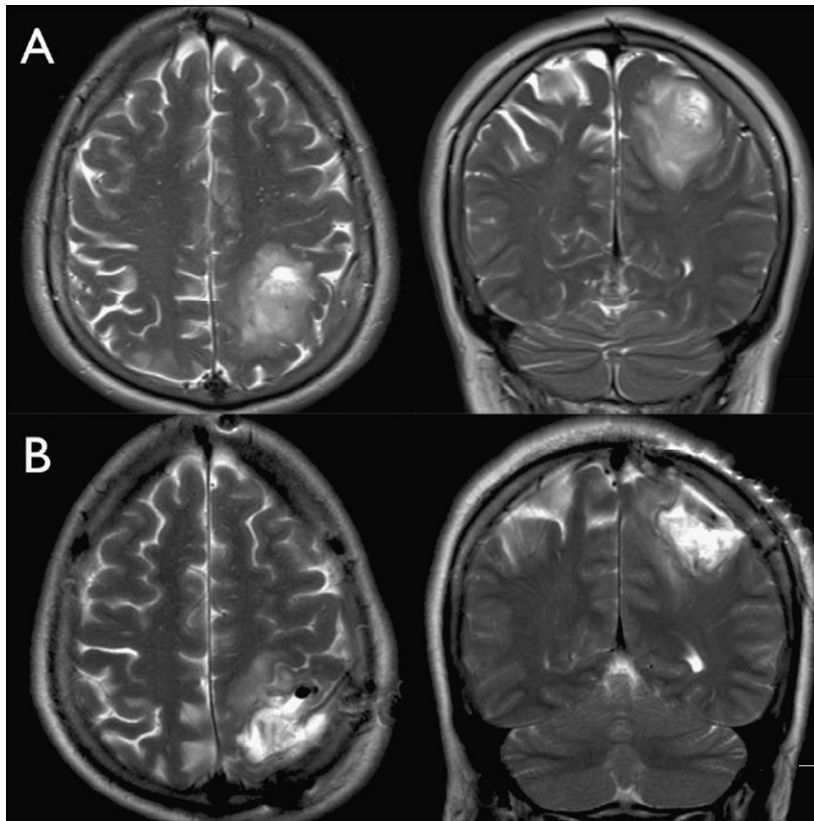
Caso 3, RM secuencia T2: A) imagen preoperatoria, en la que se observa lesión tumoral con edema perilesional. B) control postoperatorio.
